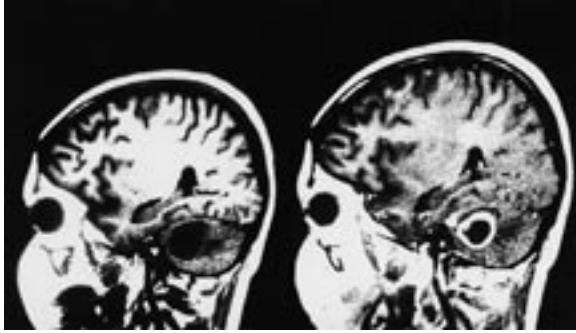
Ressonância magnética do crânio em T1. Abscesso cerebelar antes (esquerda) e após (direita) à administração de contraste.
